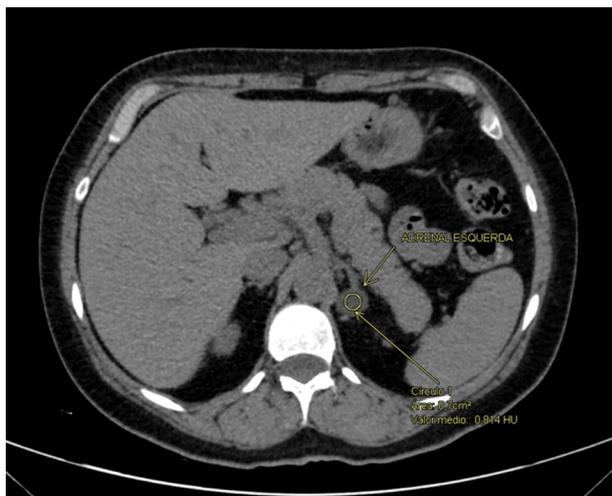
Imagem de tomografia computadorizada de abdome, corte axial. A seta menor identifica a adrenal esquerda. O círculo e a seta maior identificam o provável adenoma adrenal.
